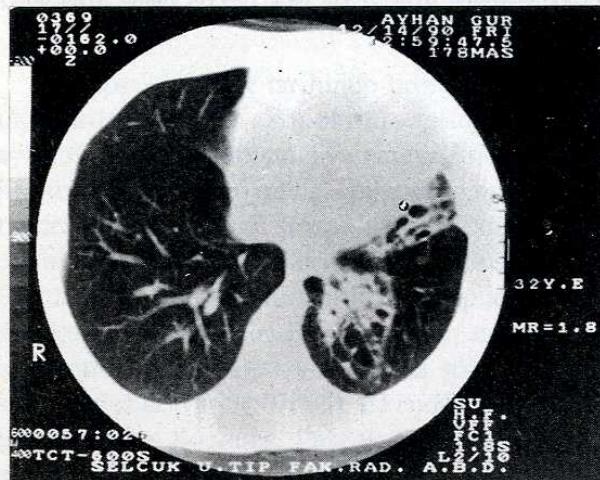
BT incelemeye, her iki akciğer arasında belirgin aerasyon farkı ve solda vasküler yapılarında azalma izlenmektedir.
